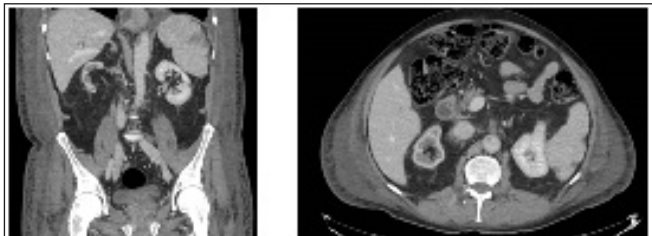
Transcurridos 30 días del ingreso se observa en corte coronal de TC abdominal (imagen izquierda) desaparición de la mayoría de trombos a nivel de aorta abdominal y ramas principales, persistiendo en corte transversal (imagen derecha) obstrucción total de la AMS con recanalización distal.
